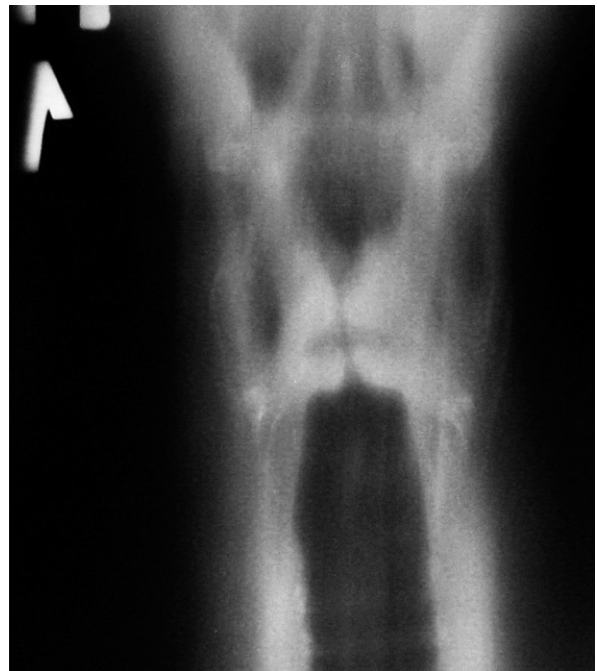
Томограмма гортани. Определяется утолщение слева черпало-надгортанной и вестибулярной складок. Голосовые складки не поражены опухолью
